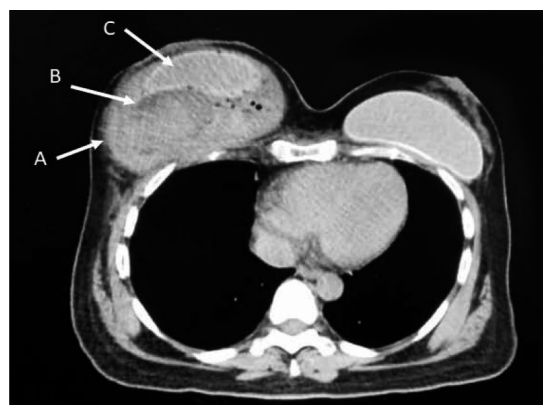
En la TAC se puede observar la capsula del implante de la mama derecha (A) engrosada en comparación con el del lado izquierdo, así como la presencia de hematoma intracapsular de aproximadamente 320 mL (B). Contenido de silicona (C)
